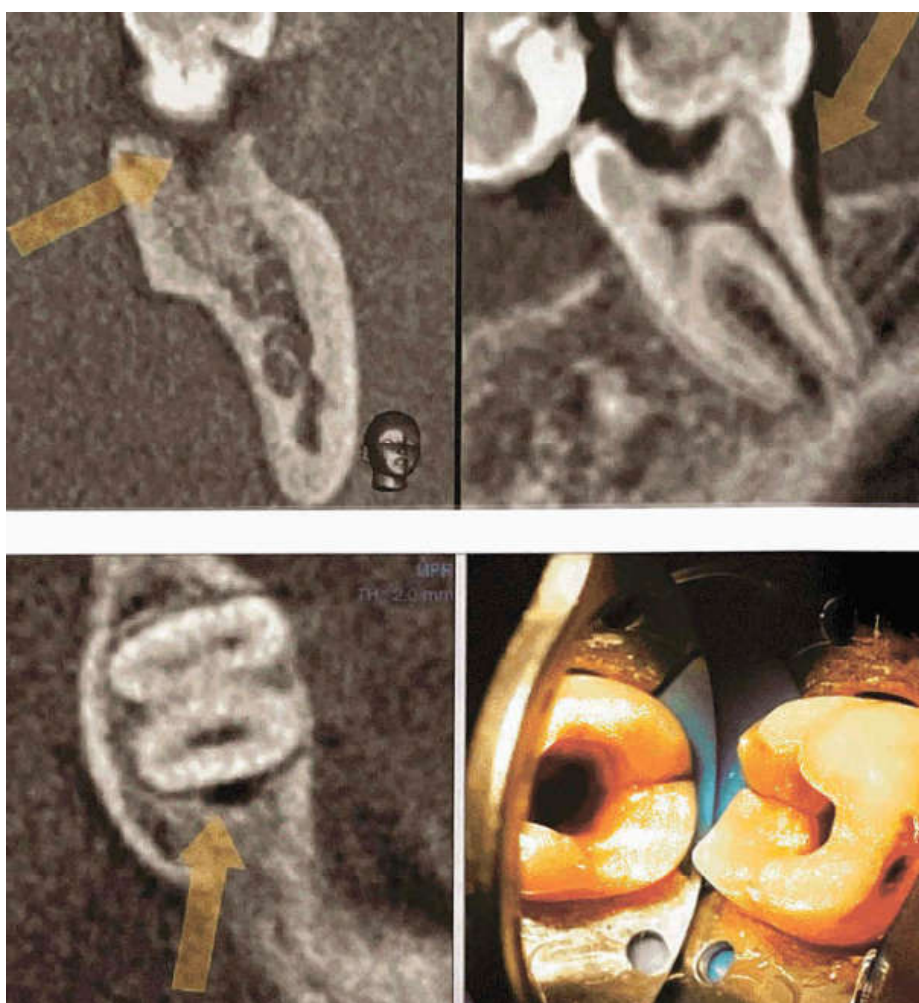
Вторичный признак перелома корня — разрушение костной ткани с формированием J-образного дефекта (Д. В. Рогацкин, Н. В. Гинали «Искусство рентгенографии зубов»)
